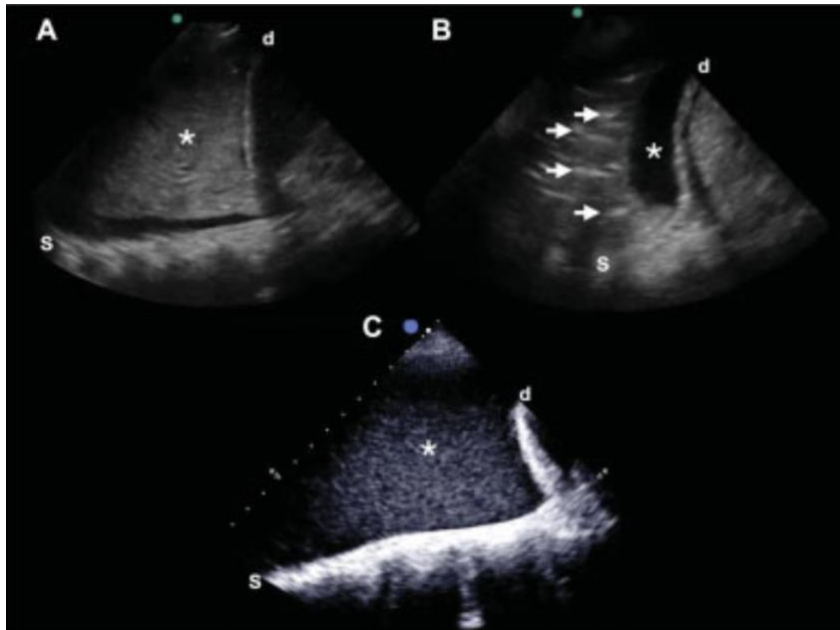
Immagini ecografiche bedside del parenchima polmonare e dello spazio pleurico: (A) consolidamento o “epatizzazione” del polmone (*); (B) broncogrammi aerei statici (freccie) associati a versamento pleurico ipoecogeno (*); (C) versamento pleurico omogeneo e iperecogeno. Fonte: Sweeney, Daniel A., and Brandon M. Wiley. "Integrated multiorgan bedside ultrasound for the diagnosis and management of sepsis and septic shock." *Seminars in Respiratory and Critical Care Medicine*. Vol. 42. No. 05. Thieme Medical Publishers, Inc., 2021.
